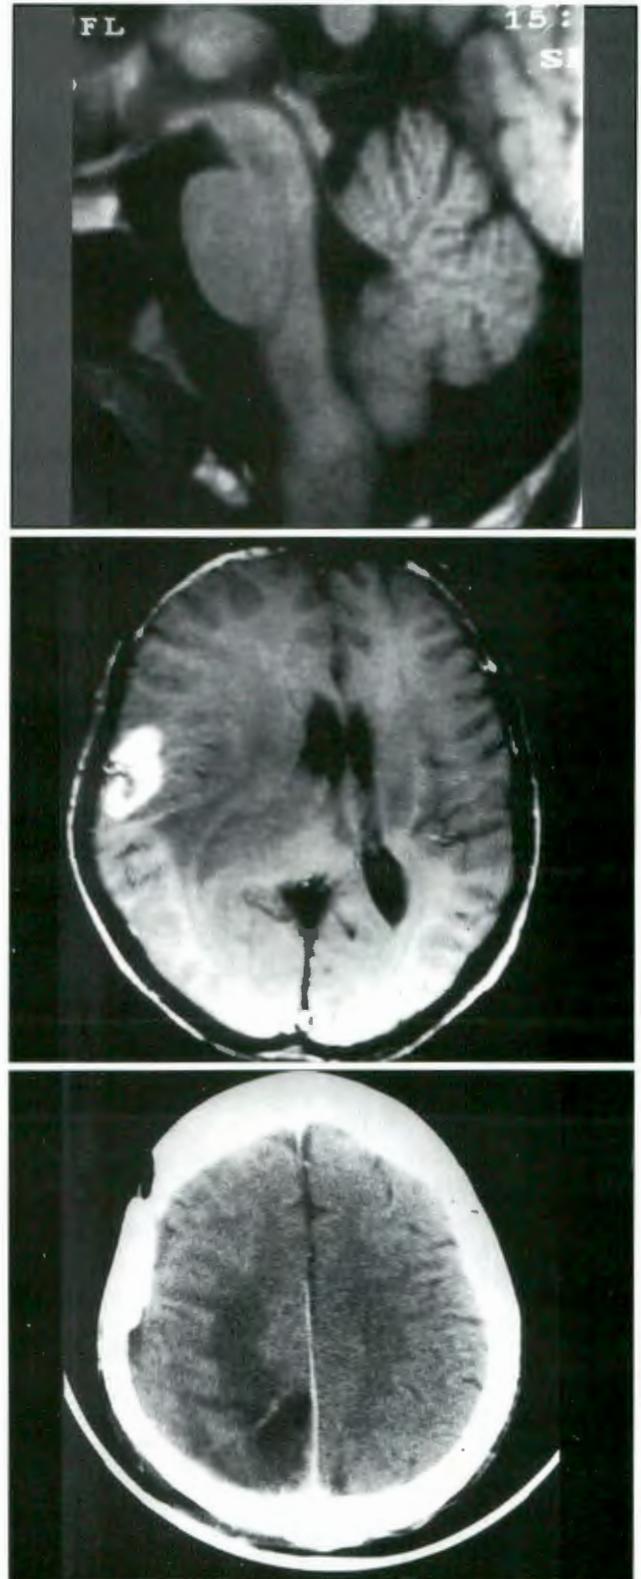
Glioblastoma multicéntrico. A) RNM prequirúrgico que muestra ubicación occipital derecho; B) RNM prequirúrgico que evidencia localización parietal derecha; C) TC postquirúrgico, 8 meses de operado.
